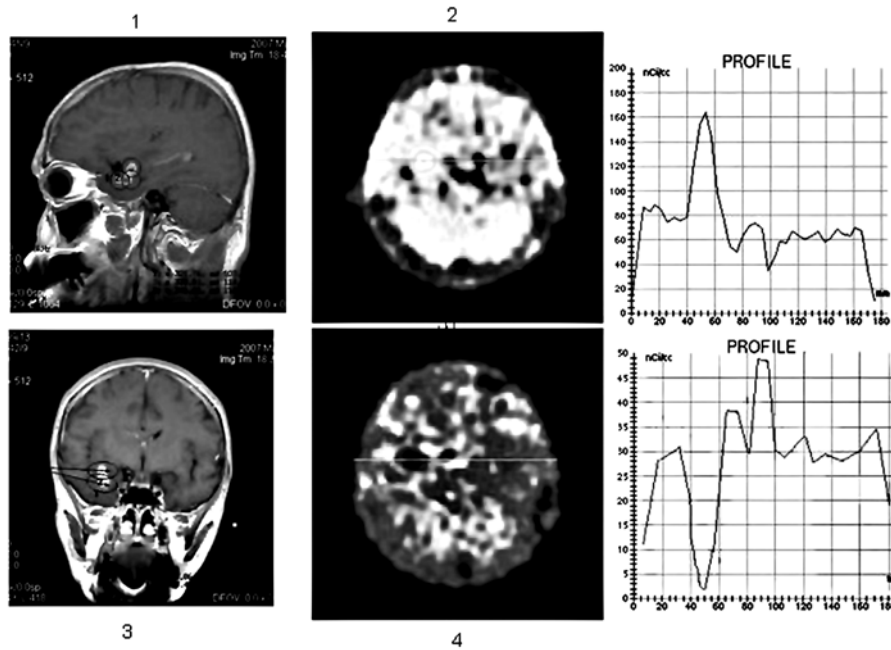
МРТ (1, 3) и ПЭТ (2) диагностика опухоли мозга; МРТ (1, 3) планирование криодеструкции и ПЭТ (4) – результат операции
